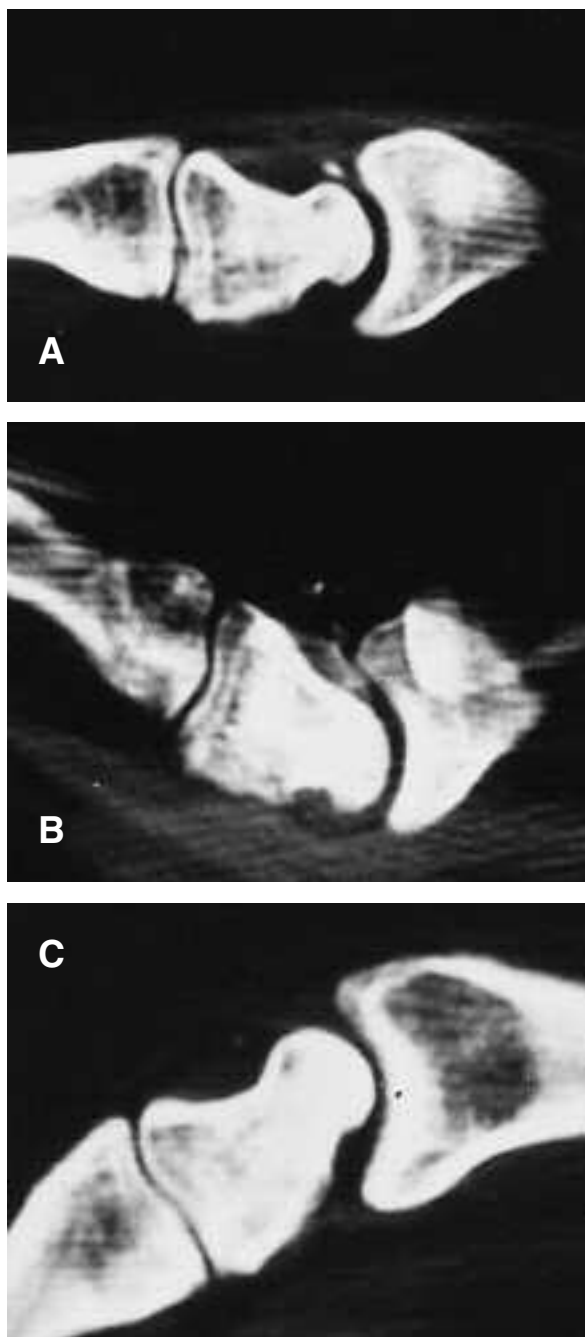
Aspetti della nuova articolazione radio-capitata alla tomografia computerizzata, dopo intervento di resezione della prima filiera del carpo con via di accesso anteriore: A) In posizione neutra si evidenzia l'ottima congruenza articolare e l'integrità delle cartilagini articolari; B) In estensione del polso è evidente il movimento complesso del capitato in rotazione dorsale e traslazione volare; C) In flessione del polso è evidente il movimento complesso del capitato in rotazione volare e traslazione dorsale.
